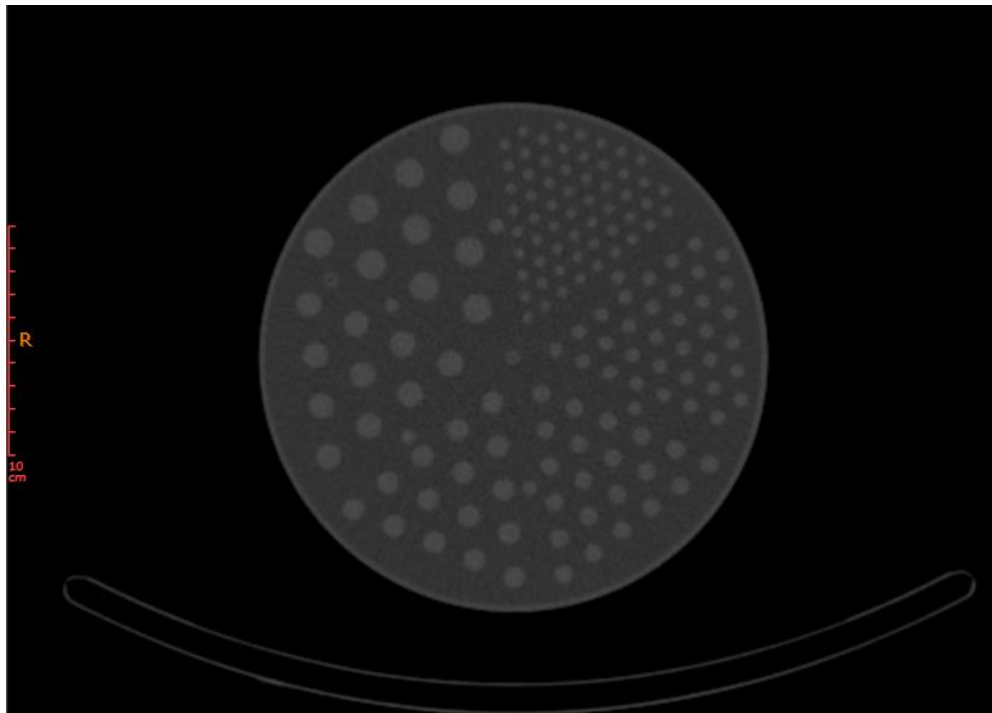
Imagine obținută asupra tuburilor solide cu aparatul CT.
